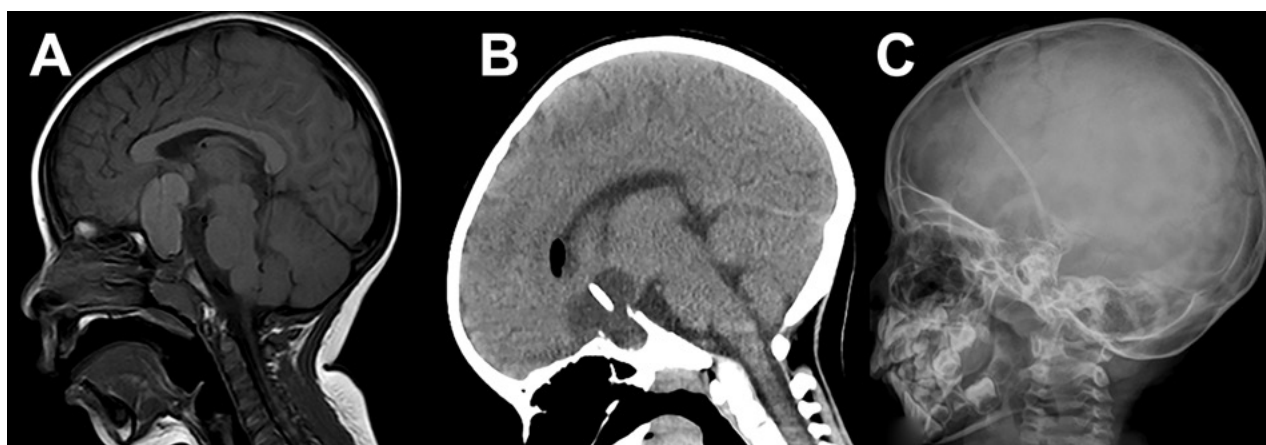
A. Resonancia cerebro corte sagital donde se observa tumor a predominio quístico en la región selar supraselar compatible con craneofaringioma. B. Tomografía de cerebro corte sagital postoperatoria de colocación de catéter intraquístico. C. Radiografía cráneo perfil donde se observa catéter radiopaco con extremo en la región selar.
